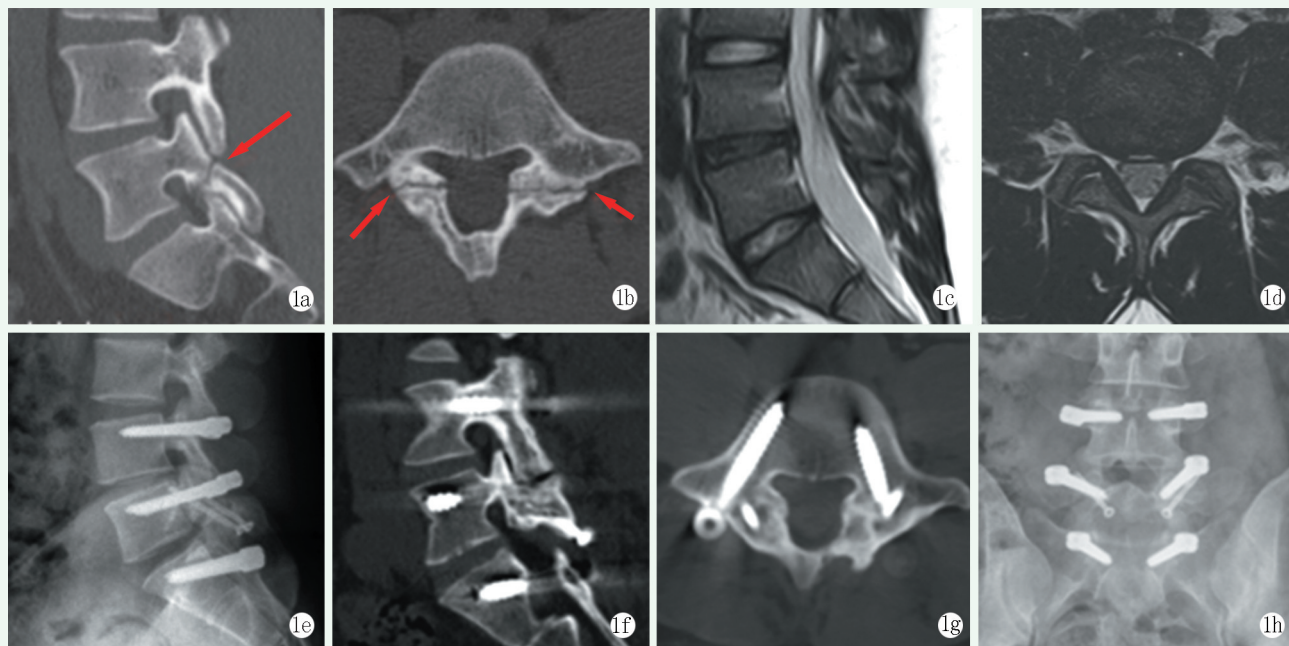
患者,男,22岁,L<sub>5</sub>双侧峡部裂伴L<sub>4/5</sub>盘源性腰痛,行峡部螺钉结合非融合椎弓根钉固定 1a:术前矢状位CT示L<sub>5</sub>椎弓峡部断裂(红色箭头) 1b:术前横断位CT示双侧椎弓峡部不连,断端骨硬化(红色箭头) 1c:术前矢状位MRI示L<sub>3/4</sub>椎间盘严重退变 1d:术前横断位MRI示L<sub>3/4</sub>椎间盘退变程度为Pfirrmann IV级 1e:L<sub>3/4</sub>UCLA分级与术前一致 1f:术后12个月矢状位CT示L<sub>5</sub>峡部骨性愈合,未见内固定物移位、松动及断裂 1g:术后12个月横断位CT示双侧峡部骨小梁连续,达到骨性愈合 1h:术后5年腰椎正位X线片显示内固定物在位
